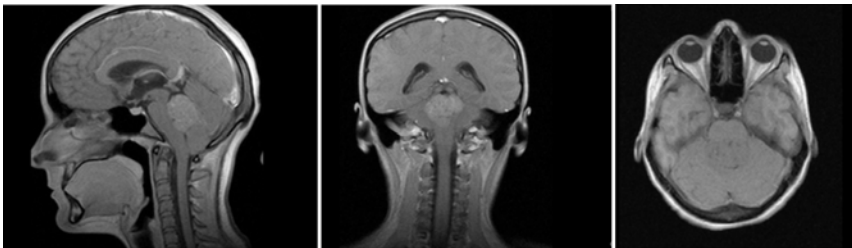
МРТ пацієнта з медулобластоною мозочка
